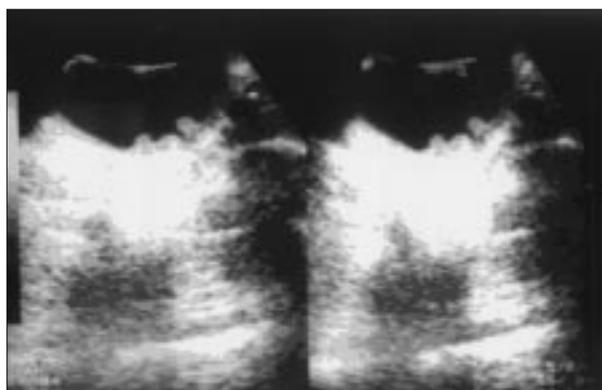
Ecografía vesical donde se observan múltiples granulomas a nivel de la pared.
